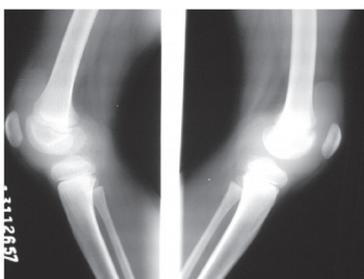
Radiografia de joelhos (perfil em flexão) demonstrando aumento de volume de partes moles e importante derrame articular bilateralmente; ausência de alterações ósseas
